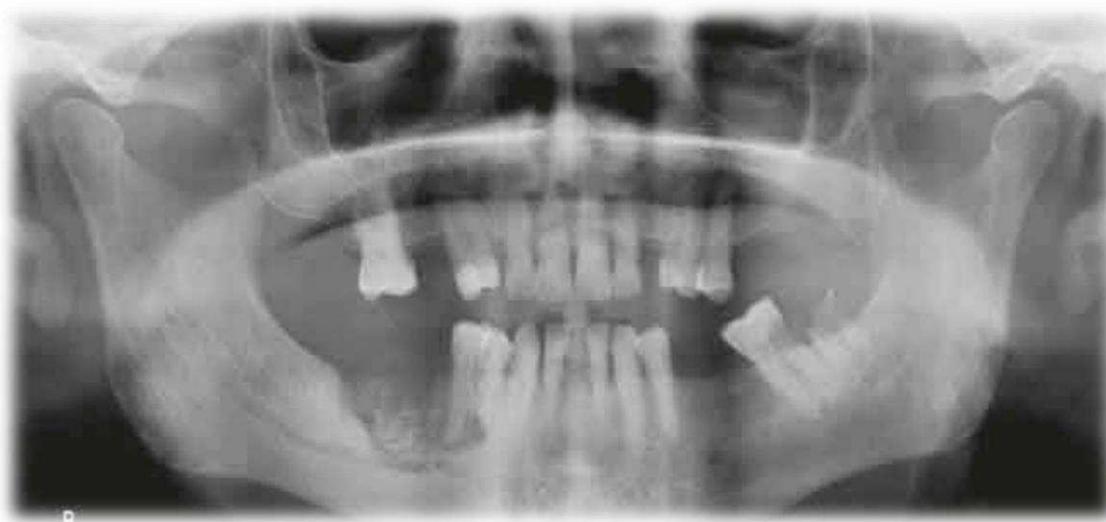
3 Radiografia panorâmica correspondente a um caso de osteonecrose em estadio 3.
